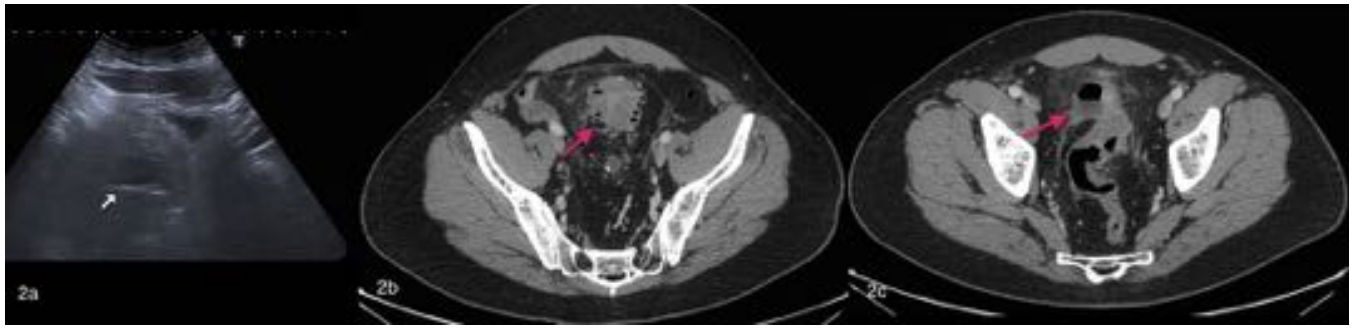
Varón de 52 años con dolor en hipogastrio/fosa iliaca izquierda. En la ecografía la flecha nos indica la presencia de una colección excéntrica al sigma. Se amplia el estudio mediante TC donde se confirman los hallazgos al evidenciar signos de diverticulitis aguda sigmoidea con colección hidro-aérea asociada (DAC).
